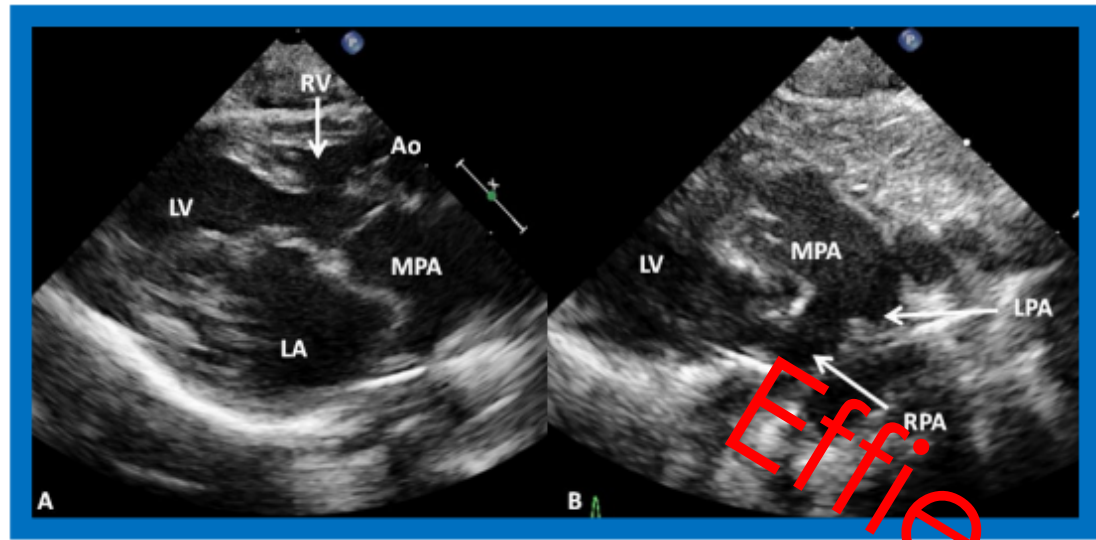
(A) A selected video frame from parasternal long axis views of a patient with tricuspid atresia and transposition of the great arteries demonstrating the left atrium (LA), left ventricle (LV), a very small right ventricle (RV) and a moderate sized ventricular septal defect (not marked). The vessel coming off the LV is traced in (B) and shown to bifurcate into the left (LPA) and right (RPA) pulmonary arteries, confirming that this vessel is the main pulmonary artery (MPA), consistent with transposition of the great arteries. Ao, Aorta. Reproduced from Reference [29].
